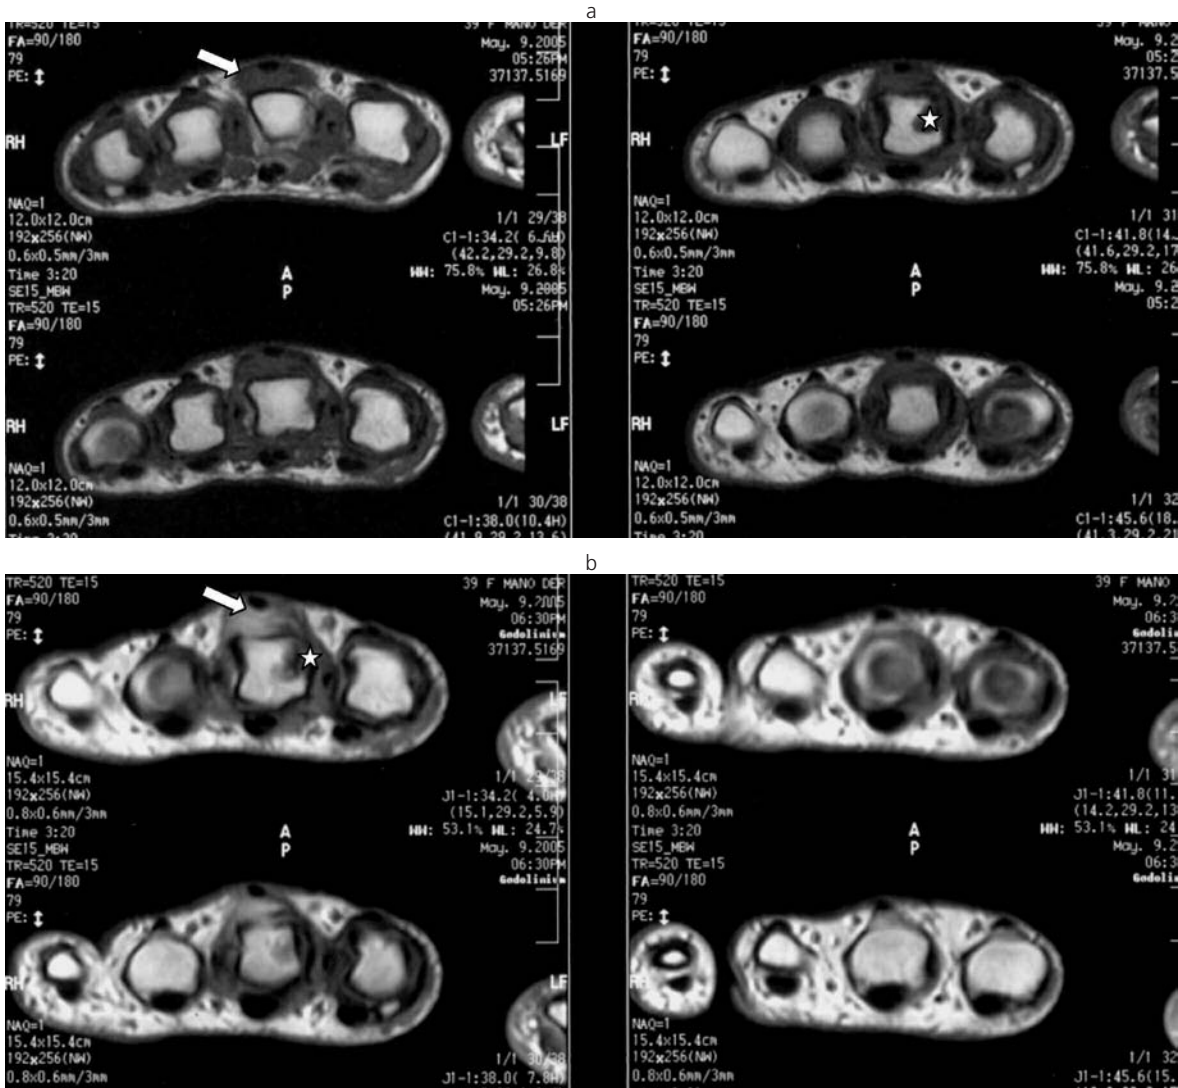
Sinovitis de la segunda articulación MCF en una mujer de 39 años con AR de 11 meses de evolución. Imágenes consecutivas de RM ponderadas en T1 en el plano axial de la mano derecha pre y post contraste endovenoso (a y b). Engrosamiento de la sinovial a nivel de la segunda articulación MCF con tenosinovitis asociada (flecha en a), la cual realza intensamente tras la administración de gadolinio (flecha en b). En el aspecto radial de la cabeza del metacarpiano se evidencia erosión ósea, la cual se reconoce como un defecto de relleno, hipointenso en T1, que también realza (estrella).
